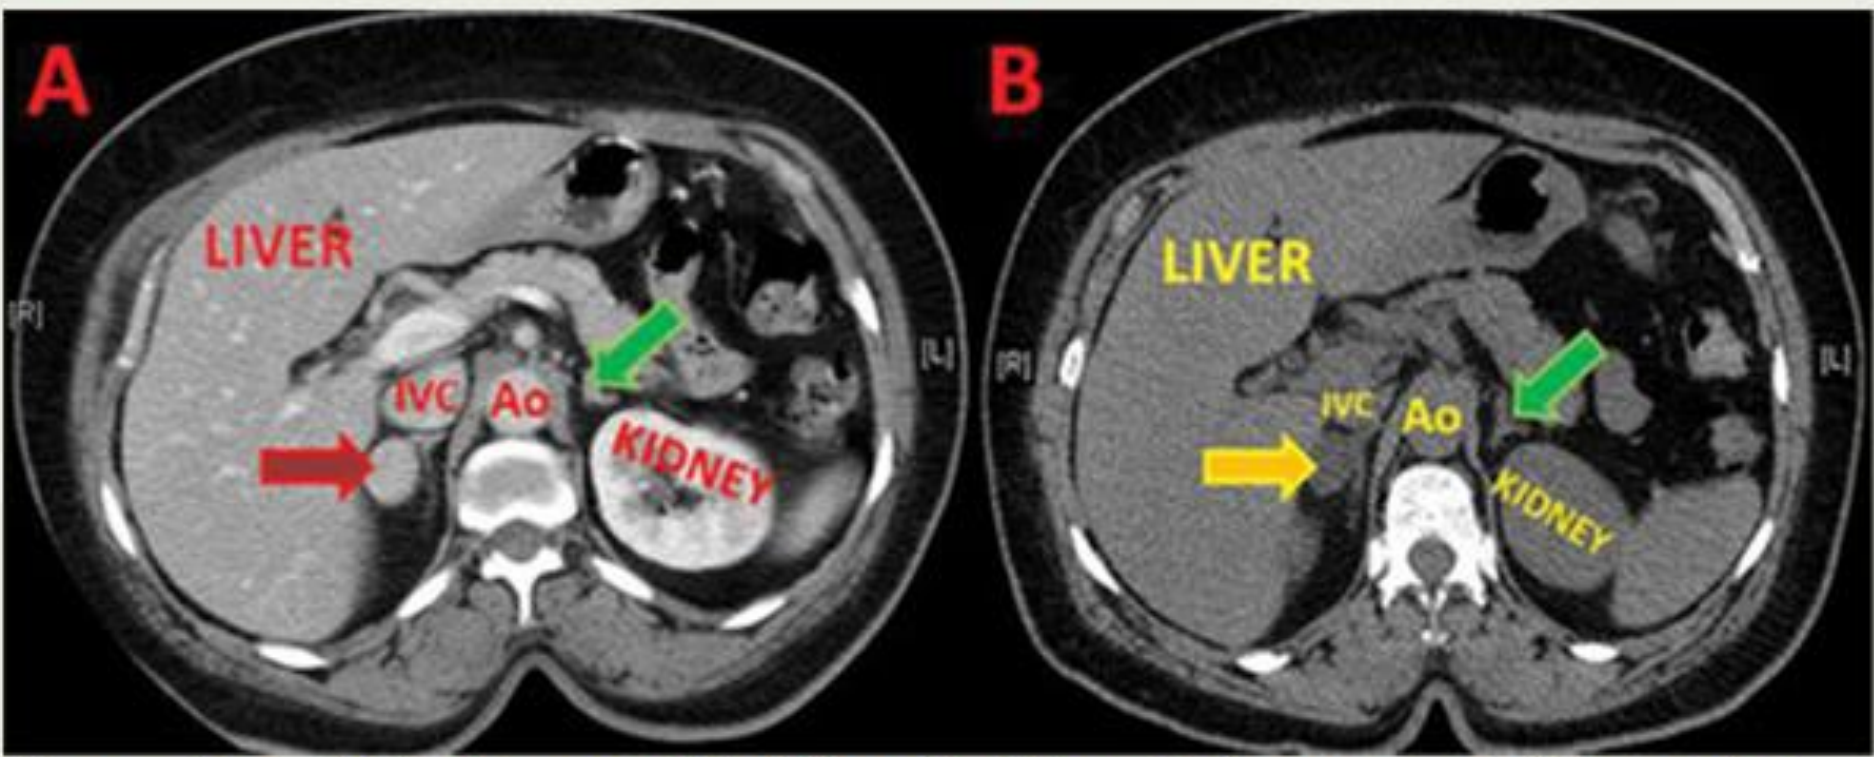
Axial CT scan with (A) and without (B) contrast of the right adrenal mass. A. Red and yellow arrows indicate the right adrenal mass. Green arrow indicates left adrenal.
